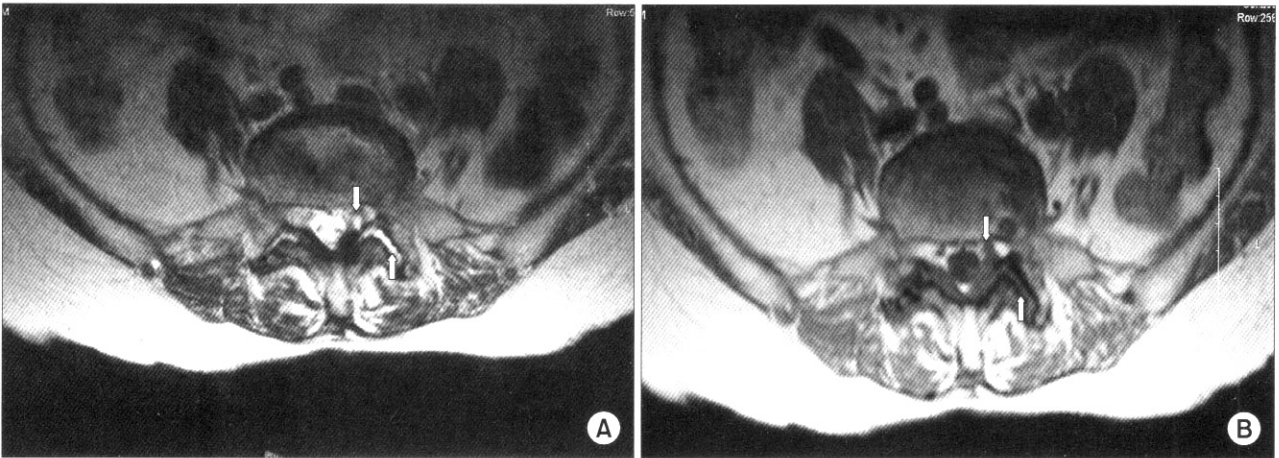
(A) Lumbar MRI, axial section, T2-weighted image of the L5/S1 segment. Cystic mass projects into the central canal on the left (downward arrow). The mass displays hyperintensity with a peripheral rim of hypointensity. There is severe hypertrophy and sclerosis of the articular processes, moderate thickening of the ligamentum flavum, and unilateral joint effusions (upward arrow). (B) Axial T1-weighted image shows that cystic mass impinges on the S1 nerve root (downward arrow). Facet joint effusion (upward arrow).
